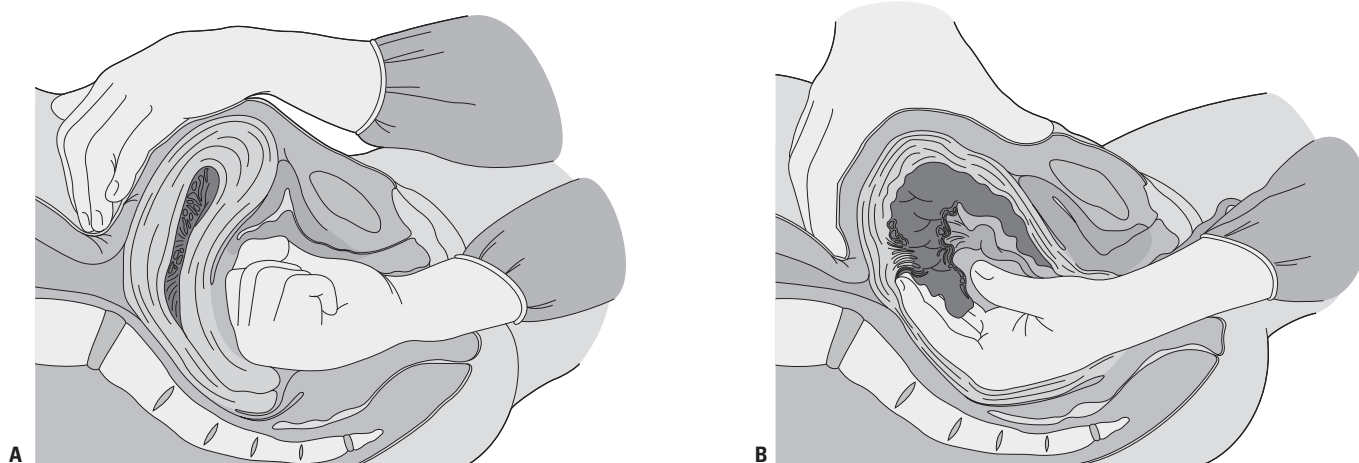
♦ A, La compresión manual del útero y el masaje abdominal con la mano controlarán eficazmente la hemorragia por atonía uterina. B, Extracción manual de la placenta. Los dedos van moviéndose hacia delante y atrás y avanzando hasta desprender completamente la placenta. Ambos procedimientos sólo deben realizarse por un médico. *Tomado de:* Adaptado de Cunningham, F.G. MacDonald, P.C. y Gant, N.F. [Eds.] (1989). *Williams obstetrics* (18 th. ed., págs. 417-418). Norwalk, CT: Appleton & Lange.
